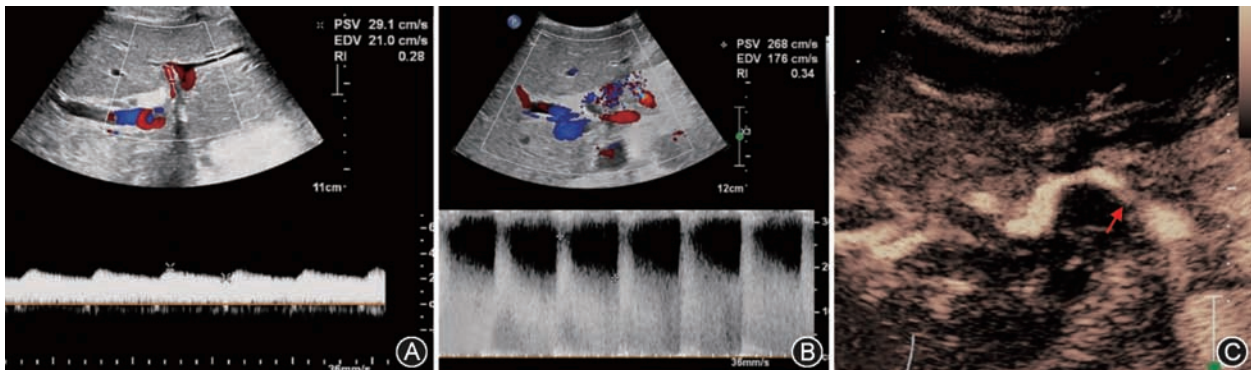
肝移植术后肝动脉吻合口狭窄超声图像 患者男,67 岁,肝移植术后 6 个月:A:脉冲波多普勒超声测及肝内动脉阻力指数较低,为 0.28;B:脉冲波多普勒超声在肝动脉吻合口处测及高速湍流频谱;C:超声造影示肝动脉走行扭曲,吻合处局部狭窄(箭头)
